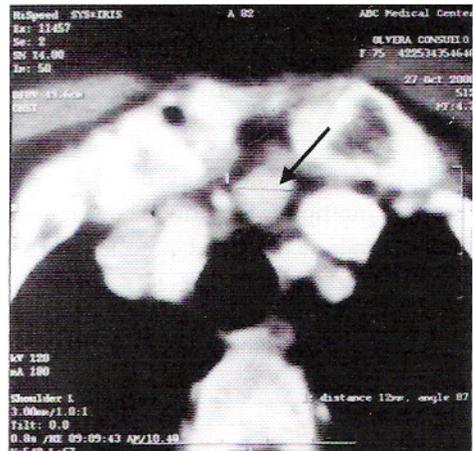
Tomografía axial computada de tórax que muestra el adenoma en el mediastino anterior y superior.
